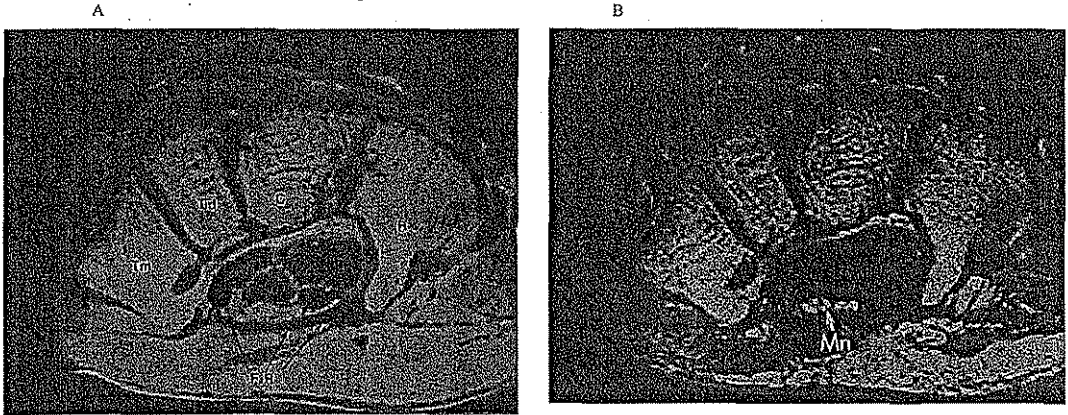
IRM AXIAL DEL TUNEL CARPIANO (DS: TR 2000 msec/ TE 30 y 80 msec.; CV 100 mm; CROSOR DEL CORTE, 3 mm.; NSA, 2; MATRIZ 204/256).
